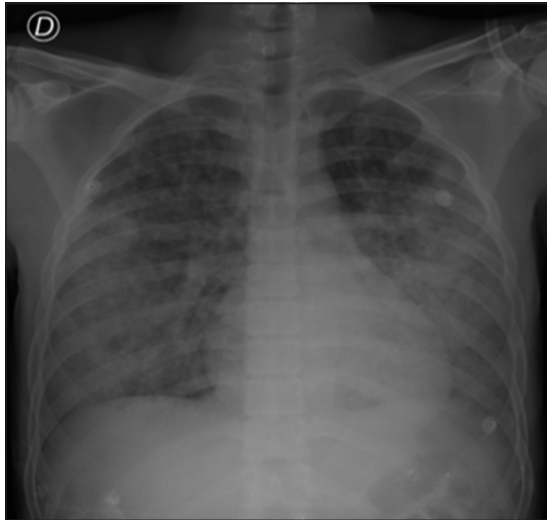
Radiografía anteroposterior de tórax: opacidades alveolares difusas en ambos campos pulmonares.
